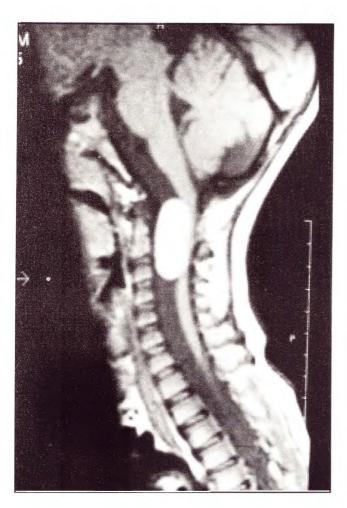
IRM que muestra una lesión hiperintensa en T1 intradural extramedular
